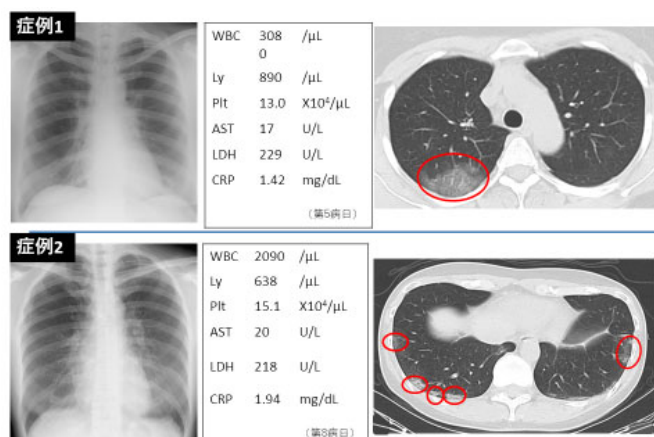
症例 1, 2 は職場の同僚である。上段は症例 1 (第 5 病日)、下段は症例 2 (第 8 病日)。共に胸部レントゲンから肺炎の診断は困難であったが、CT を追加することで、COVID19 肺炎が疑われた。早期に診断することで、職場に注意喚起ができ、小規模クラスターに留めることができた。
